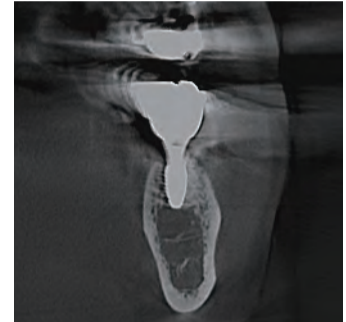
#36 술후 13개월후 CT.
